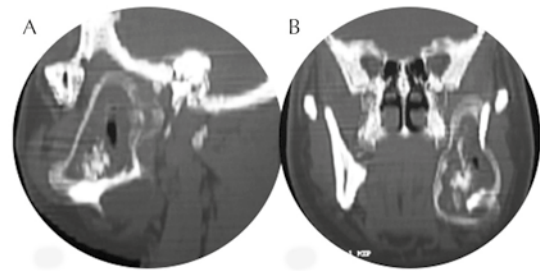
Tomografía en fase simple con reconstrucción multiplanar. A) Plano sagital. B) Plano coronal: extensión del tumor y contenido hiperdenso en el interior por reabsorción dentaria.
